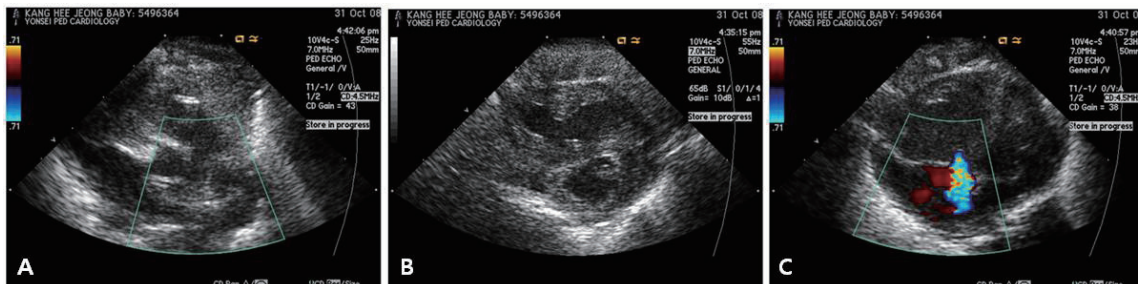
Echocardiography in Case 1 : Right to Left shunt through ductus arteriosus and foramen ovale, Tricuspid regurgitation (G2/4, dP=60 mmHg), Right atrial enlargement and right ventricular enlargement, Right ventricle pressure=5/5 of left ventricular pressure.
